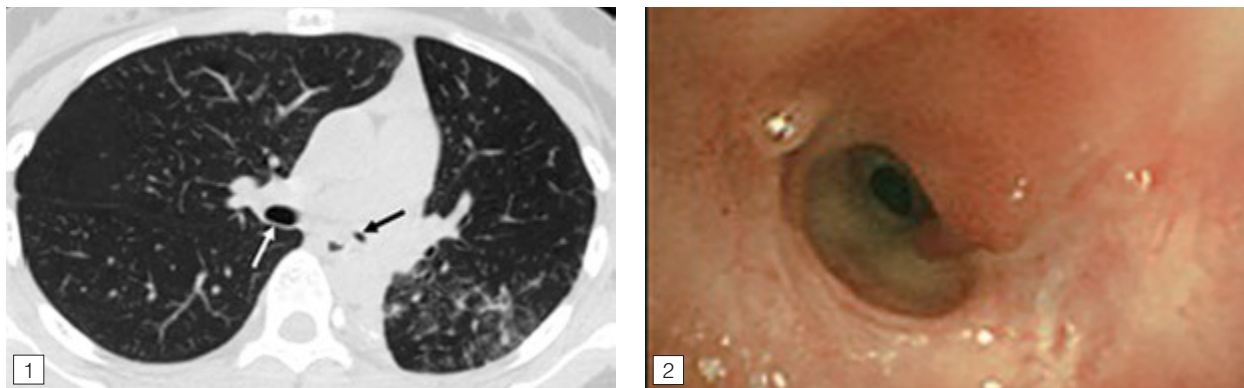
Посттуберкульозний стеноз лівого головного бронха на КТ (чорна стрілка)
